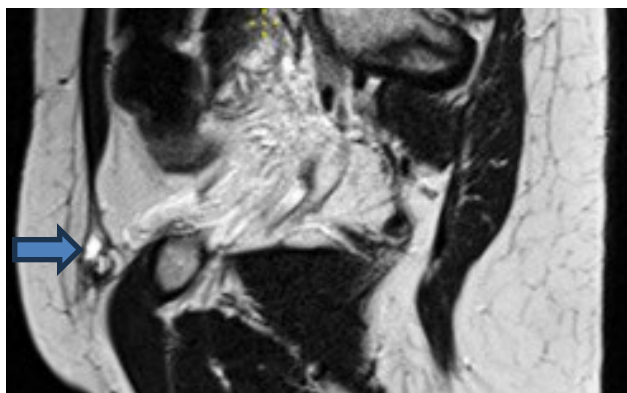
МРТ, T2-взвешенное изображение. Фиброзное образование паховой области с геморрагическими включениями
